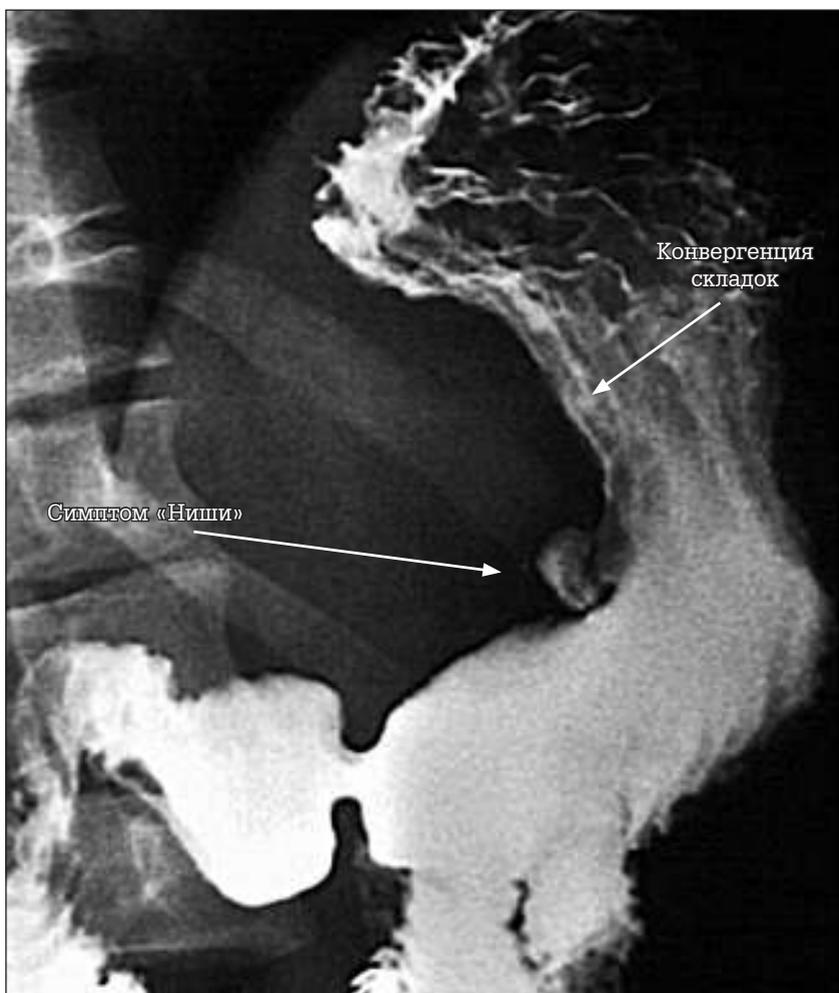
Рентгенография при двойном контрастировании желудка (сульфат бария + воздух): определяется выраженная конвергенция складок слизистой оболочки, язвенный дефект по малой кривизне (симптом «ниши»)
